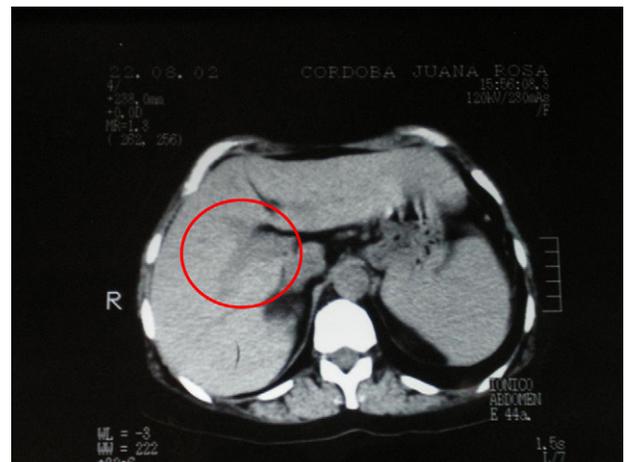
Tomografía en el momento del traumatismo: aspecto irregular de la rama portal derecha.
